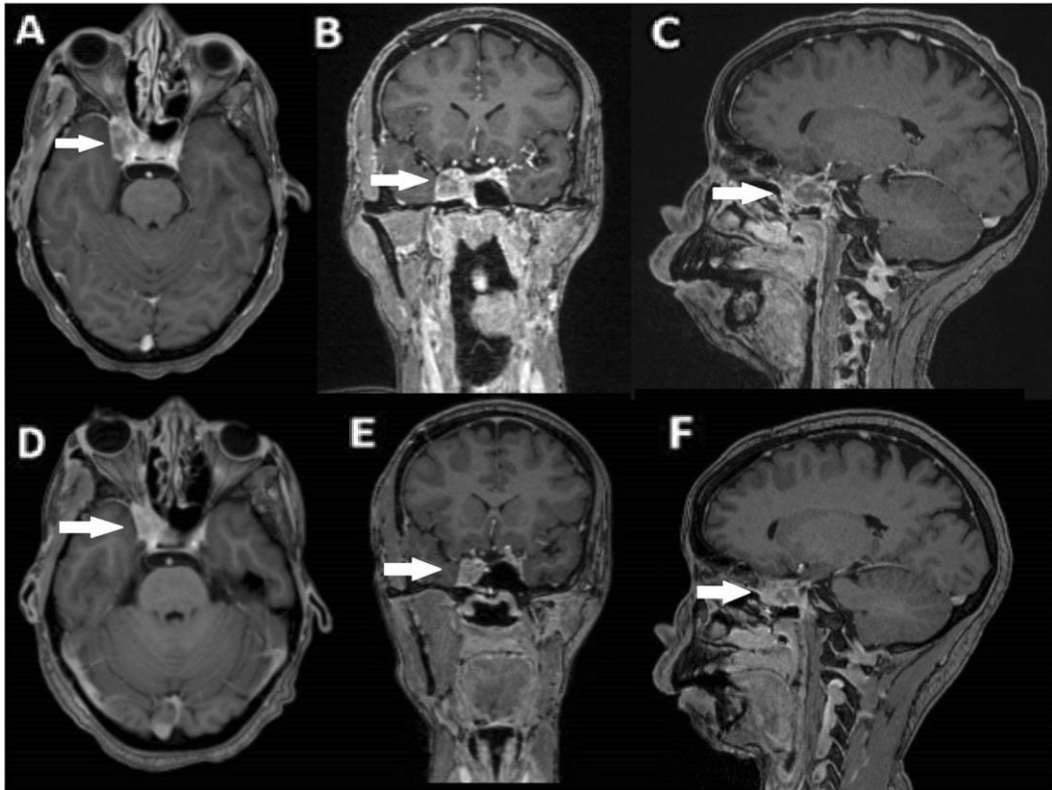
A, B y C Resonancia magnética antes de iniciar el tratamiento (septiembre 2016), mostrando lesión con realce heterogéneo (flechas) en el seno cavernoso derecho con insinuación en la fisura orbitaria (24 x 21 x 19 mm). D, E y F Resonancia magnética un año después del inicio de la terapia con Vemurafenib (septiembre 2017) que muestra una reducción significativa de las dimensiones de la lesión (18 x 13 x 14 mm). (60)
